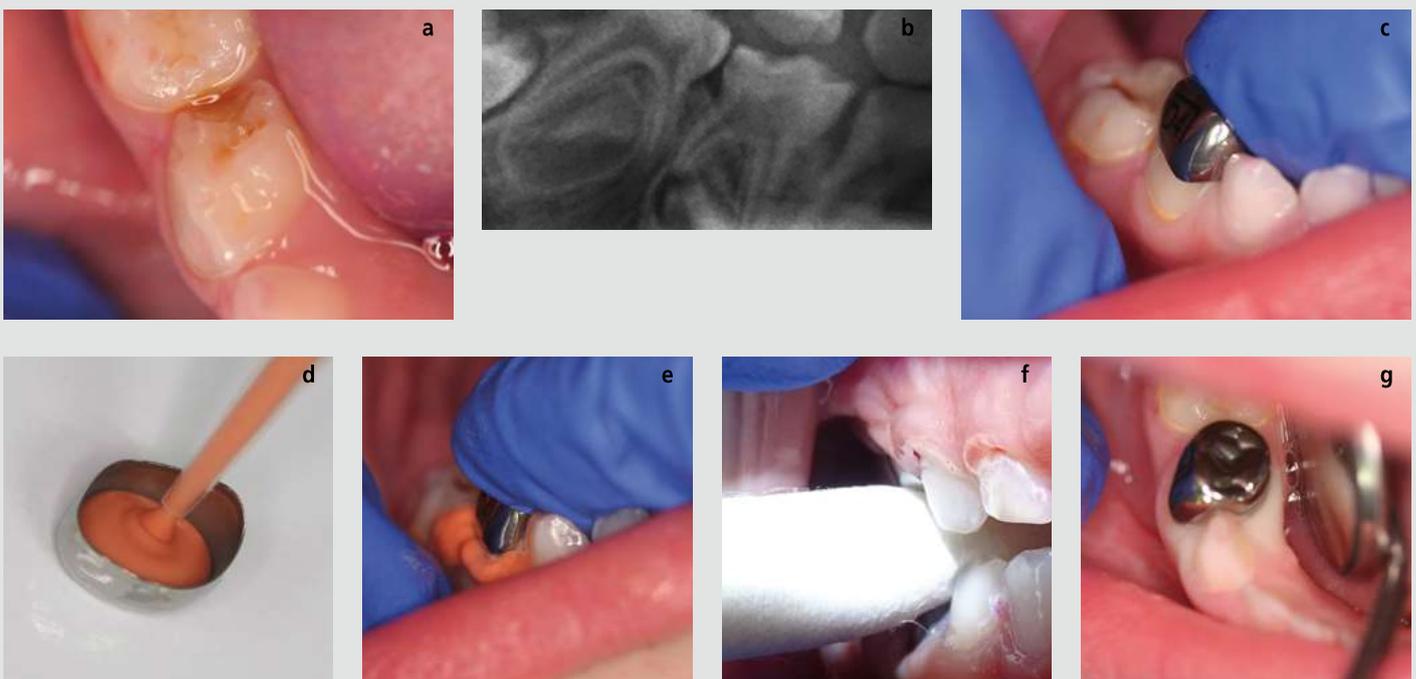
a–g – (von oben links nach unten rechts): Fallserie zur Hall-Technik: klinischer Befund (a) und röntgenologischer Befund (b). Zahn 84: klinisch distal kavitierte kariöse Läsion mit Verlust der Randleiste ohne Anhalt auf irreversible Pulpitis sowie röntgenologisch mit deutlicher Dentinbrücke. Ermittlung der richtigen Größe der Stahlkrone bzw. Anprobe (c). Die mit Glasionomerzement befüllte Stahlkrone (d) wird einfach – vorzugsweise von lingual kommend – über den Zahn gestülpt und in richtiger Position fest gedrückt, sodass die Kronenränder idealerweise leicht subgingival liegen (e). Das Kind beißt anschließend fest zusammen (f) und Zementüberschüsse werden möglichst vor dem Aushärten entfernt und die finale Passung geprüft (g).
